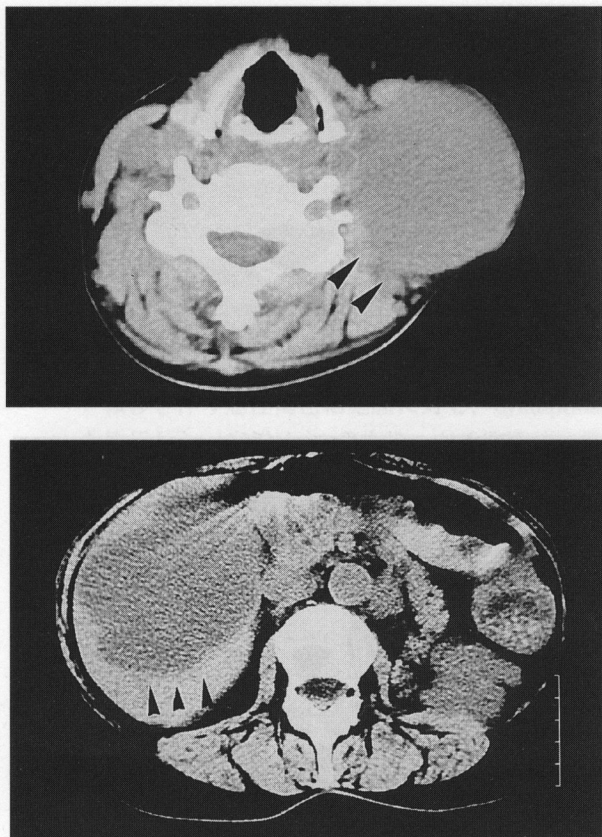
CT scans showing tumor recurrence in the left cervical lymph node and liver 9 months after 3 courses of CVD chemotherapy.
